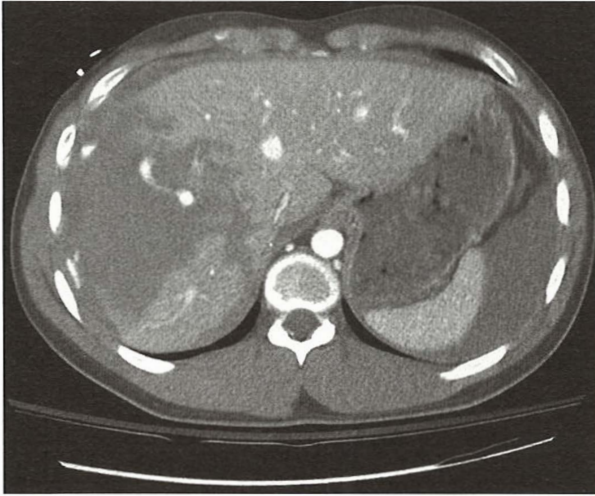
Examinarea CT a abdomenului la un pacient cu traumatism abdominal închis și leziuni hepatice extinse.
